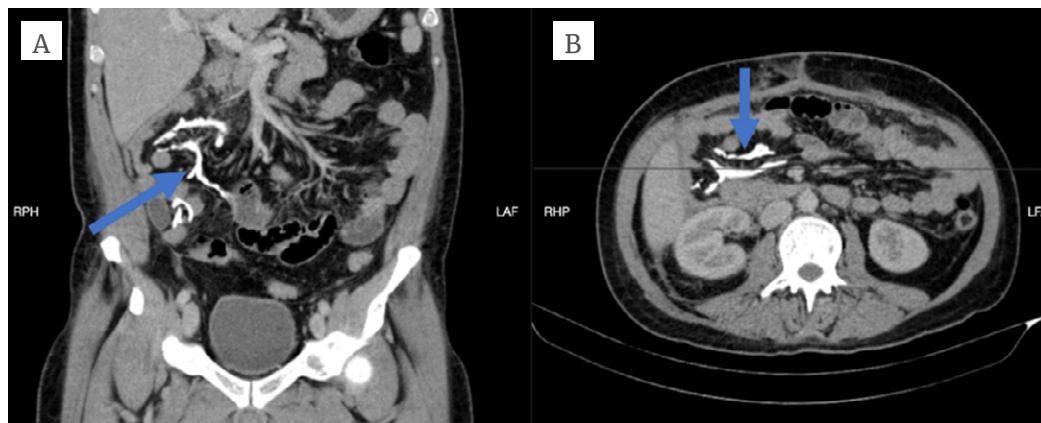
Tomografía computarizada contrastada de abdomen en la que se observa imagen hiperdensa sugestiva de tejido óseo en el mesenterio. A) corte coronal: la flecha señala una imagen hiperdensa en la raíz del mesenterio sugestiva de formación de hueso; B) corte axial: la flecha señala evidencia de cuerpo extraño hiperdenso sugestivo de hueso.
